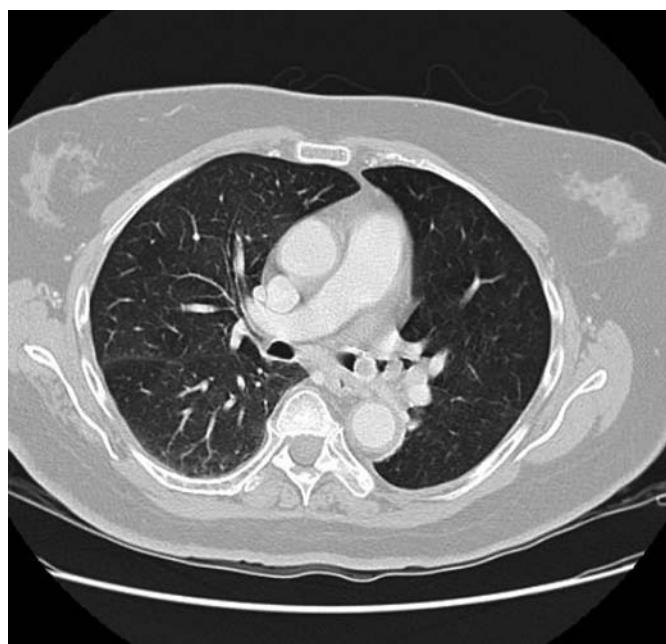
Tomografía axial computarizada torácica. Con ventana para pulmón, se identifican dos nódulos redondeados con calcificación periférica en la luz del bronquio principal izquierdo y en la del lóbulo superior.
